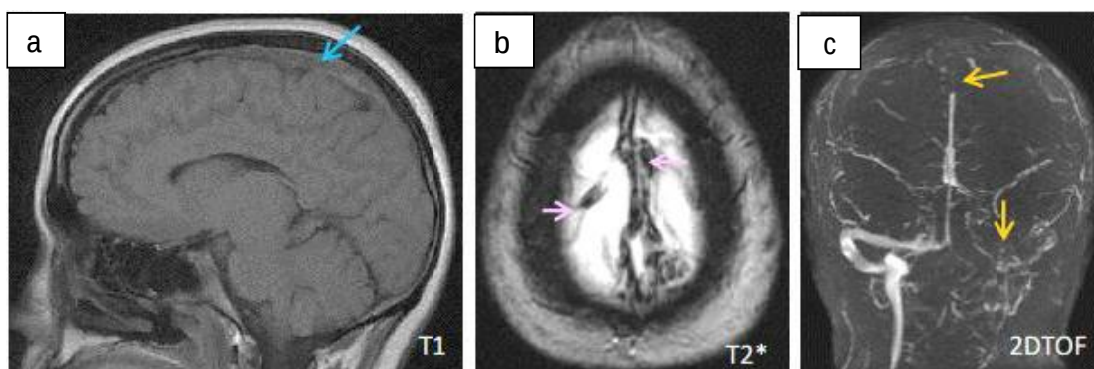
Patiente de 29ans, enceinte de 02 mois, présentant des céphalées rebelles avec baisse de l'acuité visuelle. Une IRM cérébrale en coupe sagittale (a) a objectivé un hypersignal T1 du SLS →, un hyposignal T2* du SLS et des veines corticales →. La séquence 2DTOF a objectivé un effacement du SLS et du SL gauche → témoignant de leur thrombose. A noter que la patiente n'a pas été injectée vue qu'elle est enceinte. Etiologie retenue : TVC survenant pendant la grossesse.
